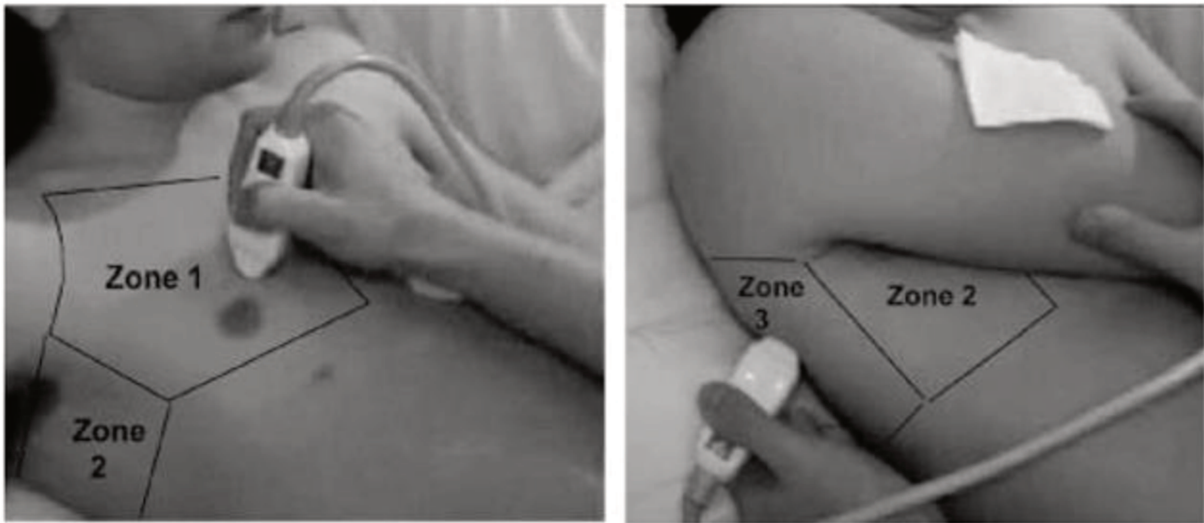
Positionnement de sonde et zones d'échographie pulmonaire.
